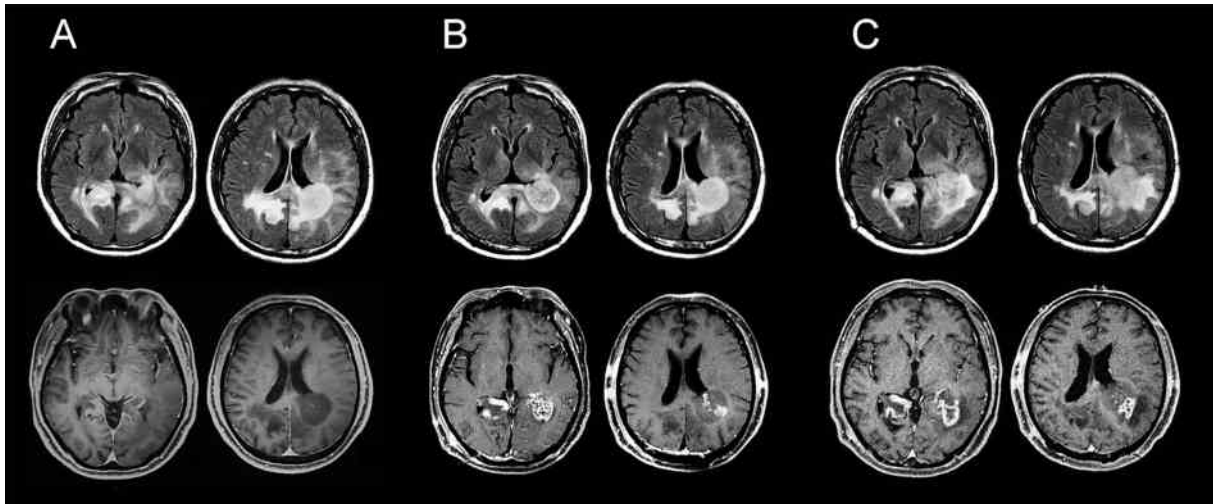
脳MRI。A：生検術前（2008年5月），B：生検術後（2008年6月），C：2回目生検術前（2008年8月）
